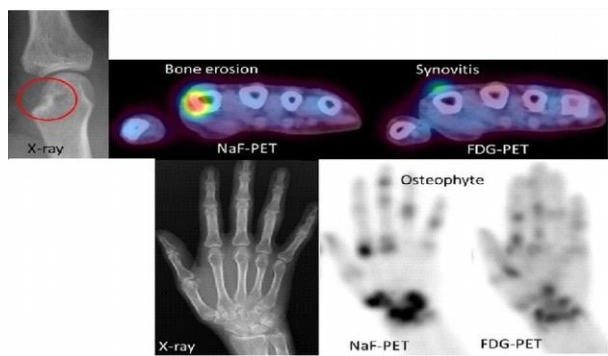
Différence entre FDG-PET et NaF-PET.
